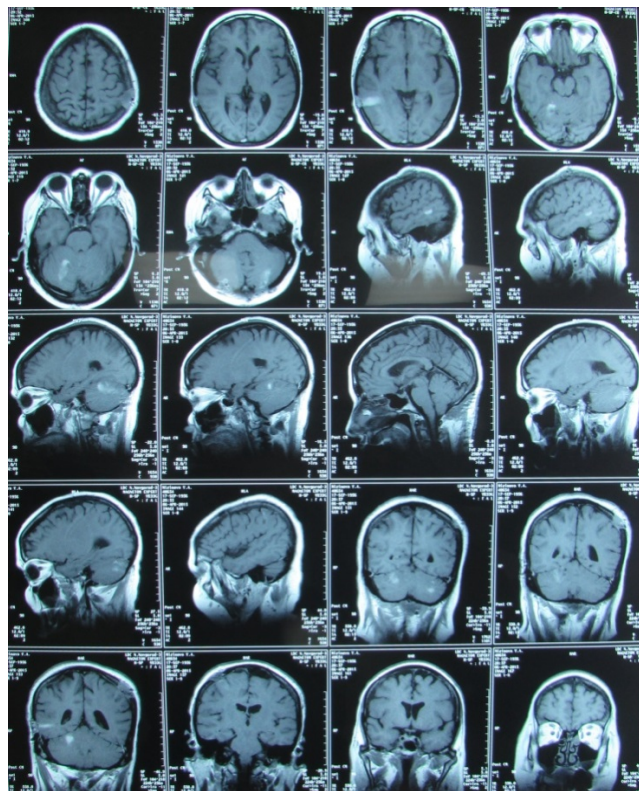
МРТ больной М с контрастным усилением от 6.04.2015. Состояние после удаления множественных метастазов суб- и супратенториальной локализации. Накопления контраста не выявлено, перитуморальный отек регрессировал
